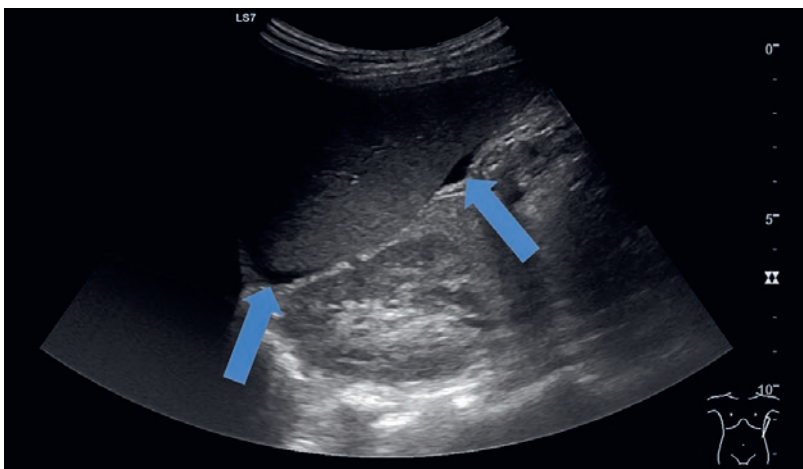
Échographie abdominale révélant la présence de liquide libre entre la rate et le rein gauche (flèches).
